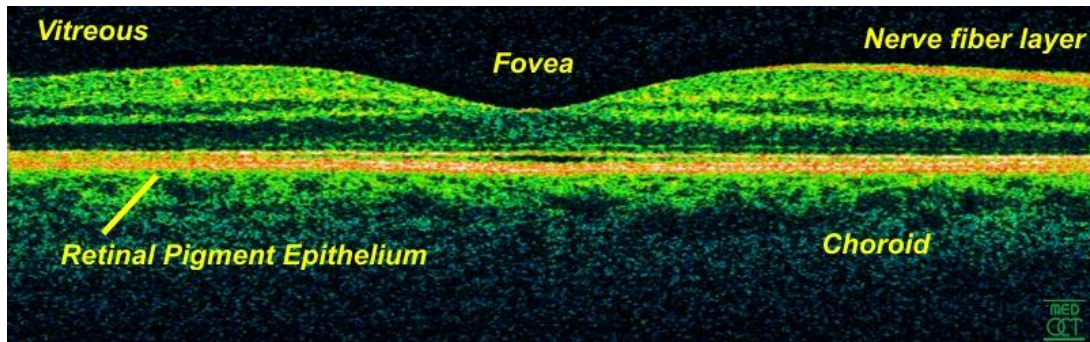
Optická koherenční tomografie [34]
